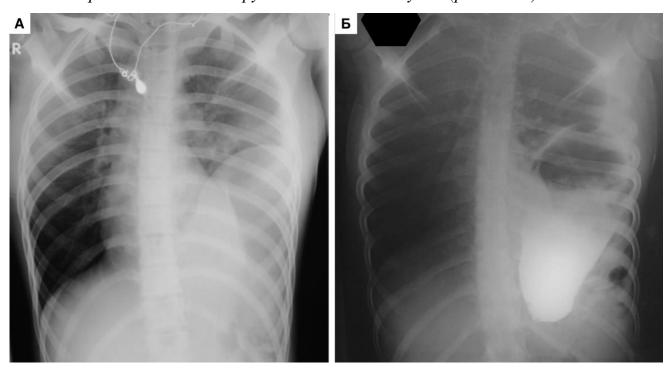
Рентгенологическое исследование пациентки на 2-е сутки после травмы. А — рентгенография органов грудной клетки; Б — рентгеноконтрастное исследование пищевода и желудка. Описание в тексте
